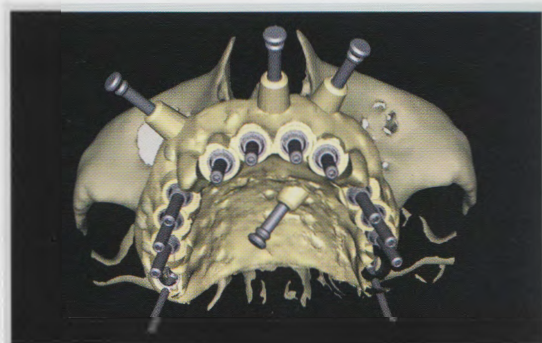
Pianificazione dell'intervento implantare su TAC del paziente con software specifico per sviluppare dima chirurgica.
